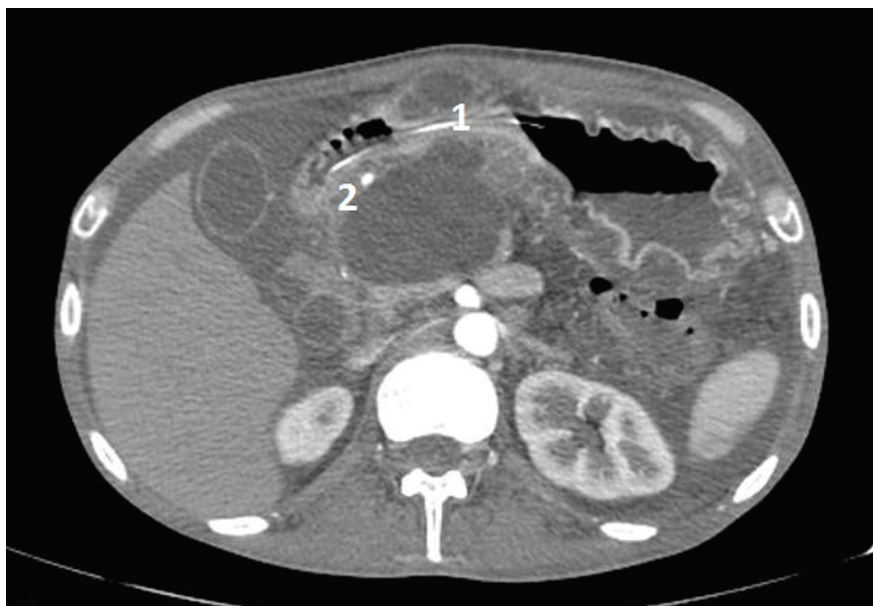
КТ. Компресія ПК шлунку (1) з розвитком субкомпенсованої шлункової непрохідності з встановленим зондом для харчування (2)
